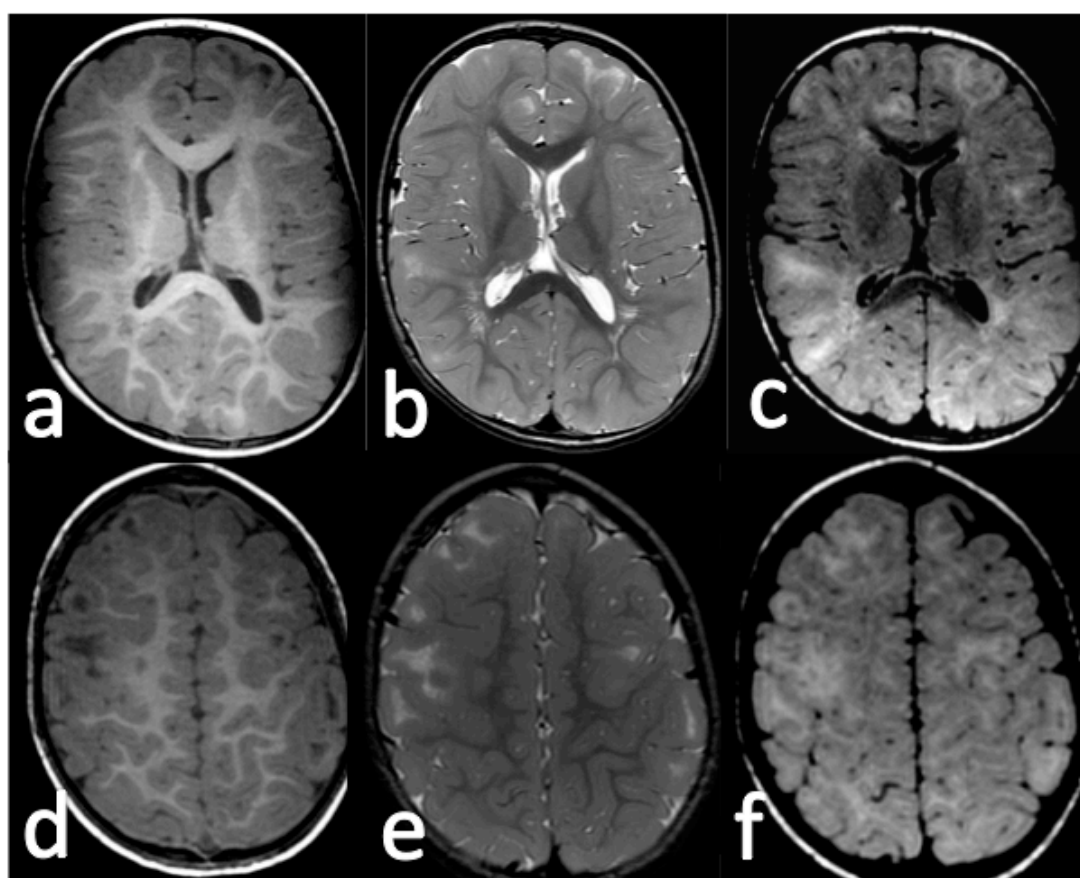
Ejemplo de mayor sensibilidad de la secuencia FLAIR. Esclerosis tuberosa con múltiples hamartomas corticales que se presentan como áreas hipointensas en T1 con borrosidad de margen cortical (a y d) y áreas hiperintensas córtico-subcorticales en las secuencias T2 (b y e), que son más evidentes en la secuencia FLAIR (c y f) observándose además lesiones no visibles tanto en las secuencia T1 como en T2.
